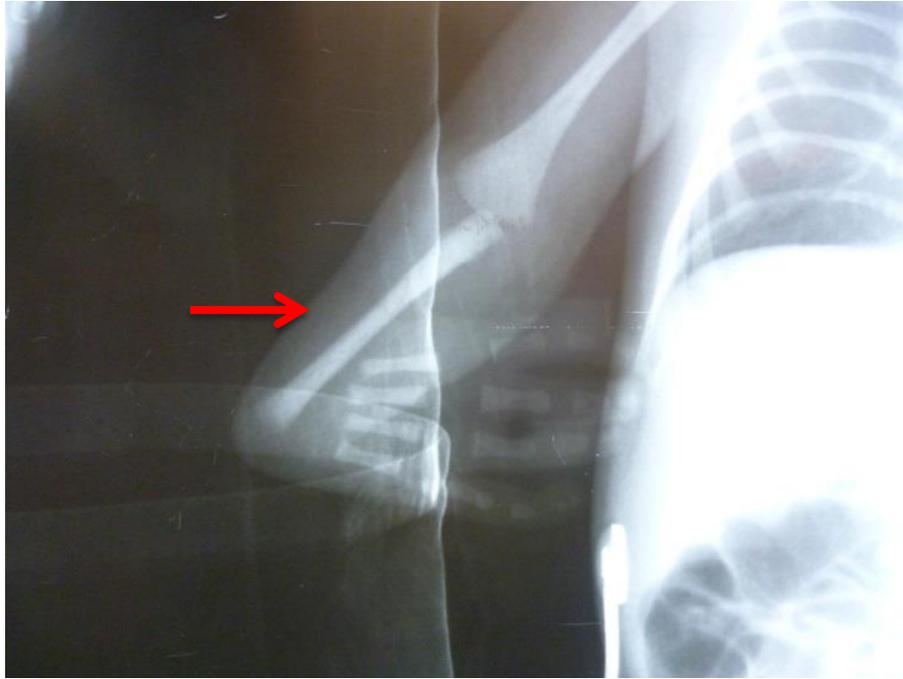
Radiografía simple en extremidad superior derecha. Se aprecia agenesia de radio derecho.
